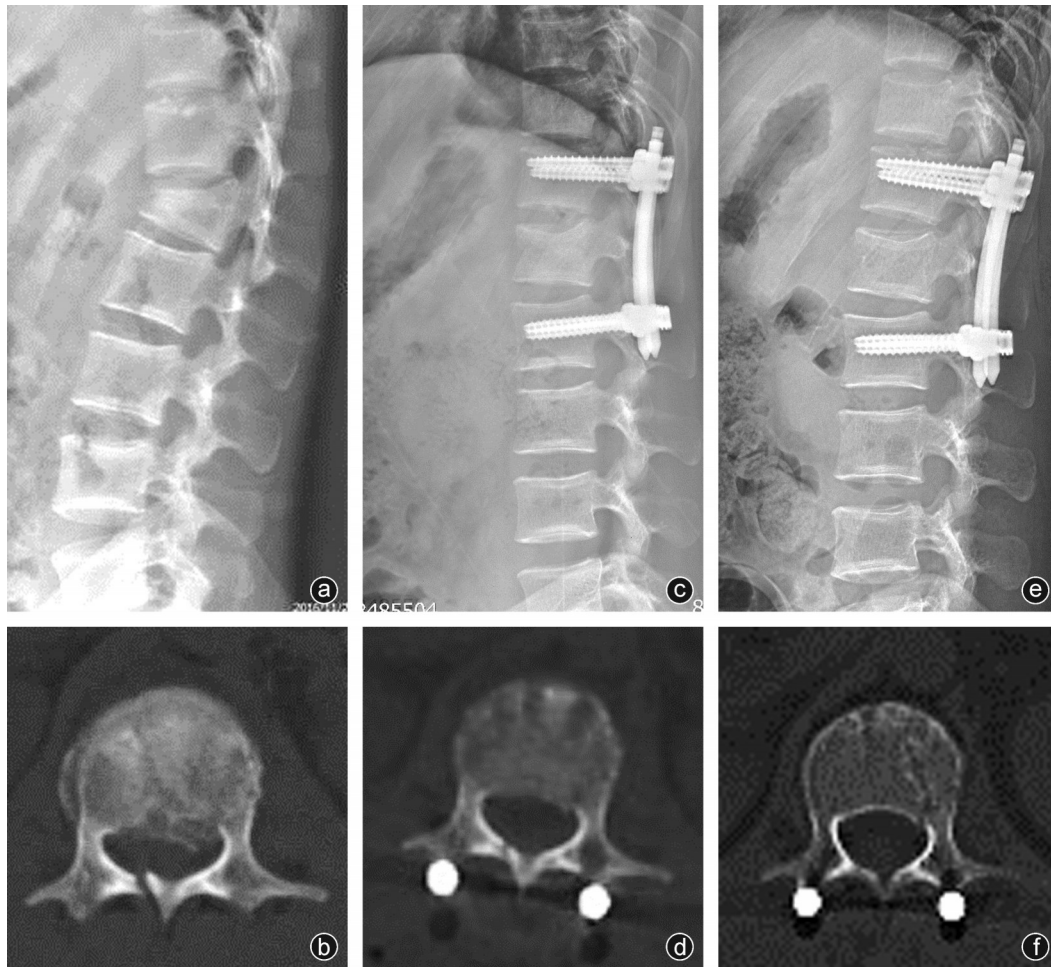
病人,男,28岁,L₁椎体爆裂骨折,急诊行后路微创经皮L₁椎体骨折复位,T₁₂~L₂内固定手术 a:术前侧位X线片示L₁椎体前缘压缩明显,部分骨折块突入椎管内,后凸畸形明显;b:术前CT可见椎管横切面部分骨折块突入椎管内,椎体及椎板骨折;c:术后1 d侧位X线片示L₁骨折椎体前缘高度基本恢复,复位良好;d:术后1 d的CT示椎管横切面骨折块复位明显,骨折占位率明显减小;e:术后1年侧位X线片示骨折椎体未见明显压缩,复位良好;f:术后1年CT示椎管横切面基本恢复正常,椎管内残余骨折块基本吸收
